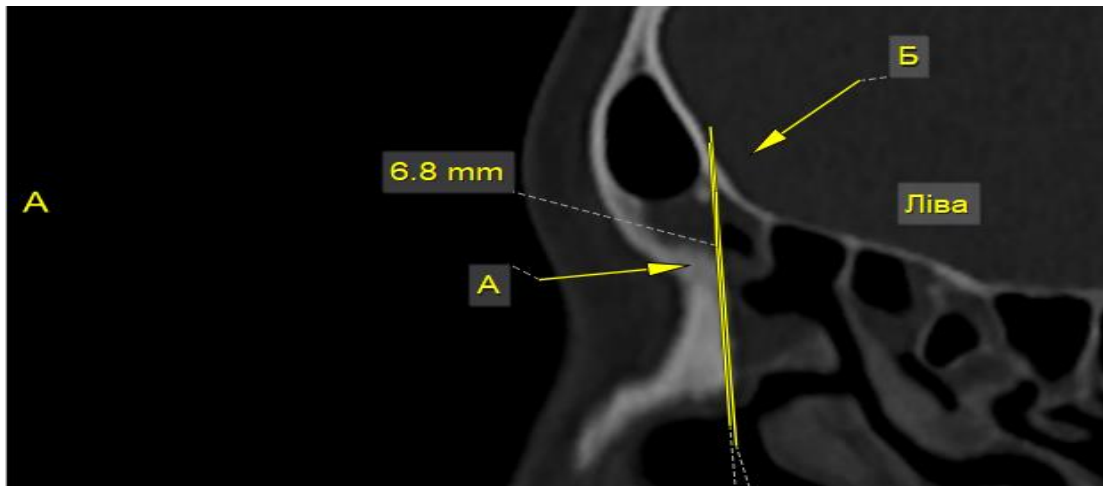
НЛС лівої лобової пазухи з нейтральною оцінкою та вузьким діаметром (Комп'ютерна томограма жінки 54 р.).
